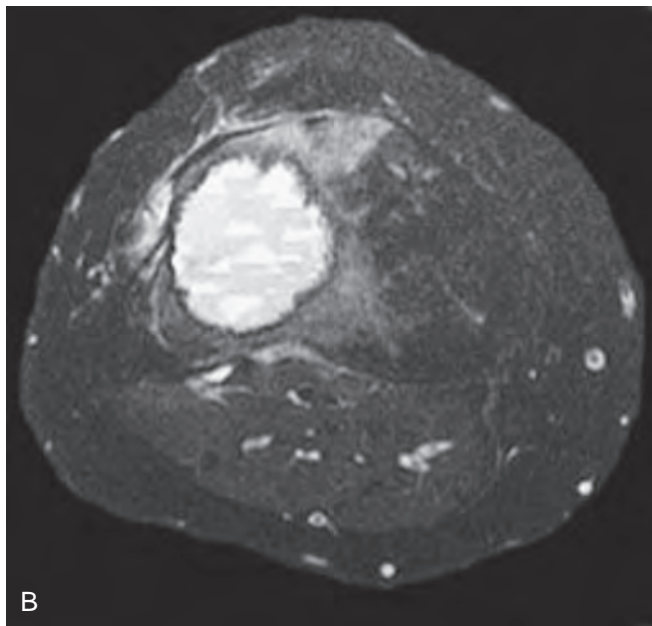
A. Tomografía computarizada coronal de un quiste óseo aneurismático excéntrico en la tibia. El componente de partes blandas está delineado por un halo delgado de hueso subperióstico reactivo. B. Resonancia magnética con los niveles líquido-líquido característicos.
